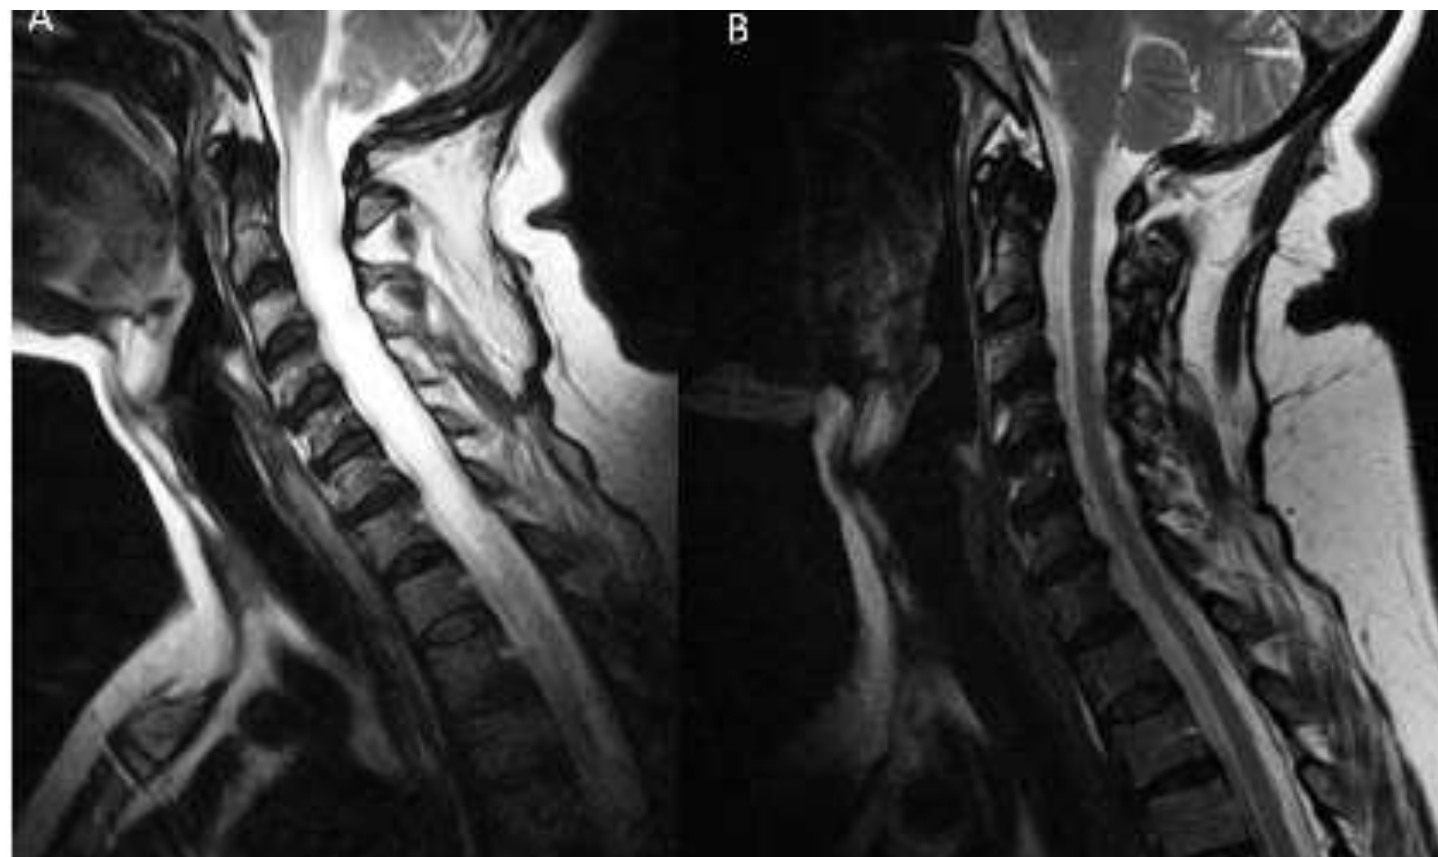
Pre-operative (A) and post-operative (B) T2-sagittal spine MRI (#8) with no onset of deformity after cervical laminoplasty.
